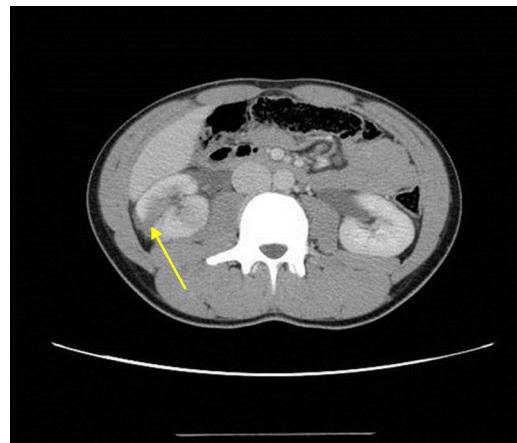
Corte axial de tomografía computarizada sin contraste en el que se observa la laceración del parénquima renal a través de la corteza y médula renal (flecha).
